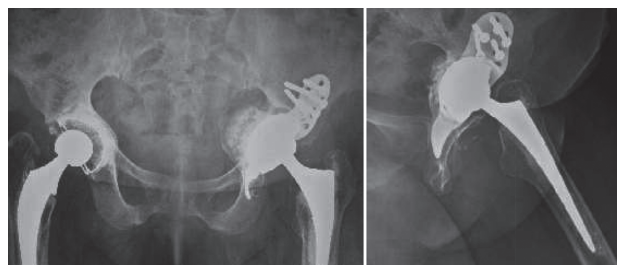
Radiographies du bassin de face et de la hanche de profil qui montrent l'ostéointégration du substitut osseux après reconstruction par anneau de Burch-Schneider.
